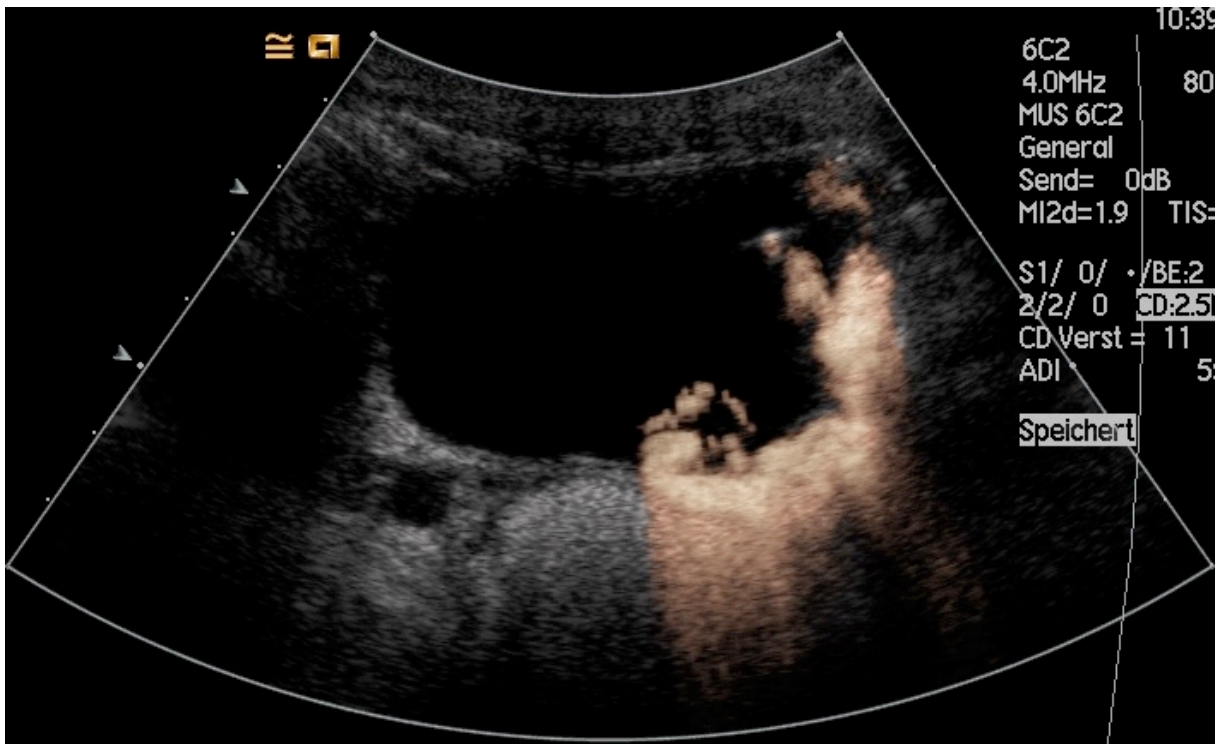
Kontrastmittelverstärkte Refluxsonographie nach KM- Applikation
